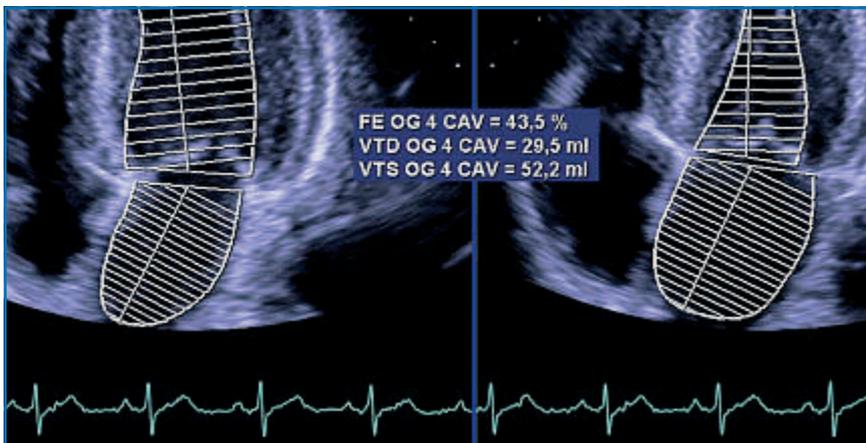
Méthode actuelle de calcul des volumes de l'oreillette gauche : coupes apical 4 et 2 cavités (préférer la formule "surface-longueur").
